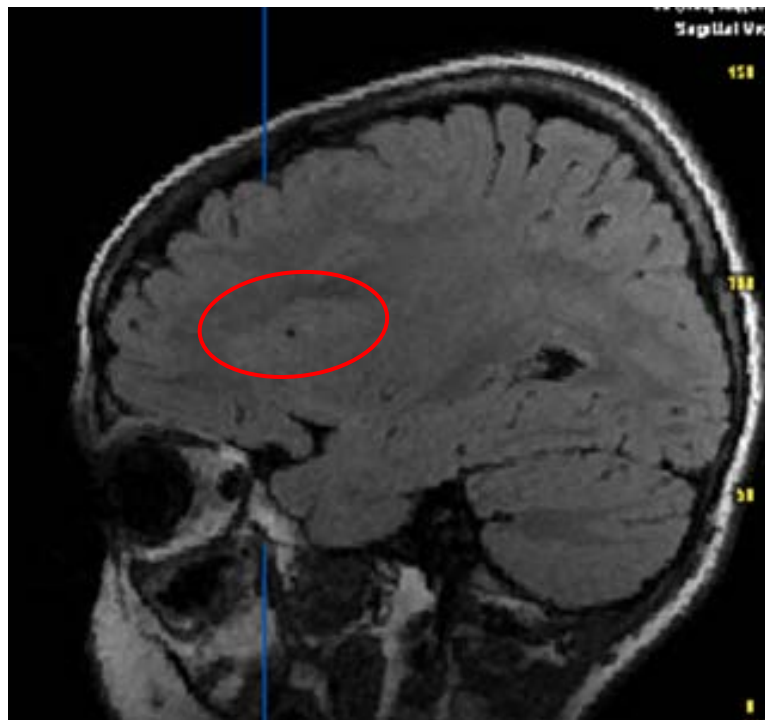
RM sagital en secuencia de FLAIR observándose aumento de la señal compatible con displasia.
